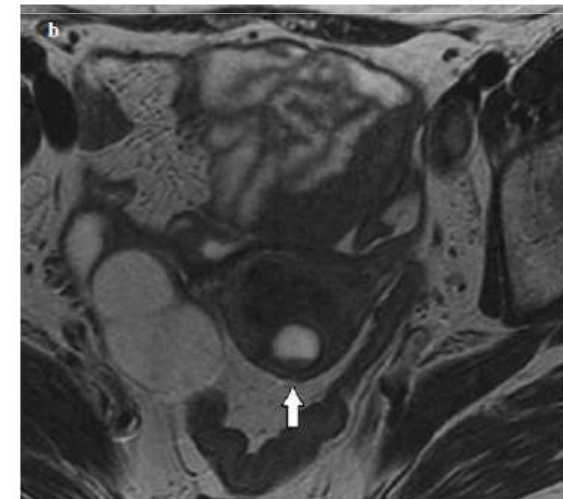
Haemorrhagic cystic adenomyoma on magnetic resonance imaging: peripheral halo of low T2 signal intensity and central haemorrhagic fluid contents exhibiting high signal intensity on T1-weighted images that persist with fat-saturation: a: sagittal T2-weighted view; b: sagittal T1-weighted view; c: sagittal T1-weighted Fat-Sat view.
